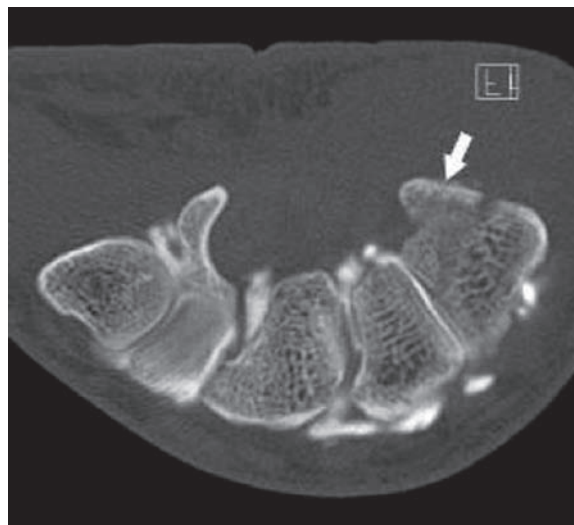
Fracture du tubercule du trapèze : ArthroTDM en coupe axiale permettant de découvrir une fracture du trapèze (flèche blanche) passée inaperçue sur les radiographies.
